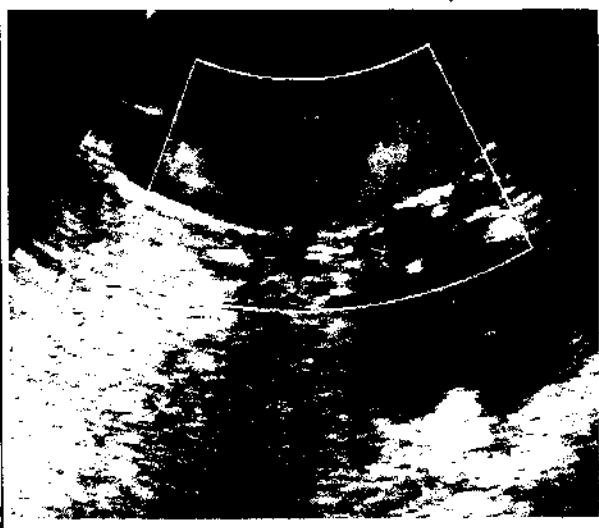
Achiziție Doppler color - săngele care vine spre sondă este roșu (săgeată albă) iar cel care se îndepărtează este albastru (săgeată neagră)
